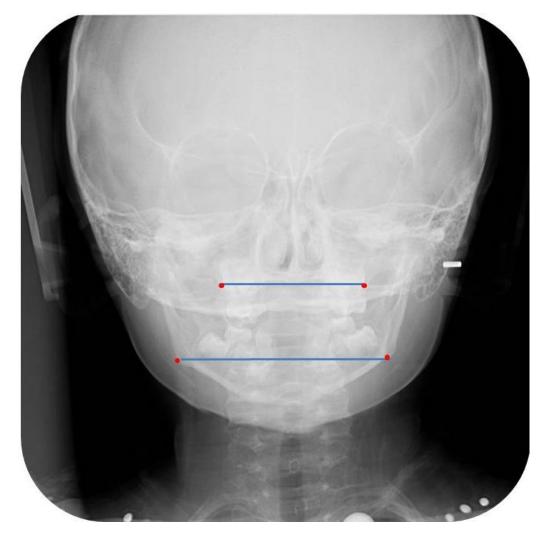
Trazado Posteroanterior de Ricketts. Fuente Propia. Radiografía Posteroanterior. Fuente Clínica de Admisión ENES-UNAM León.
